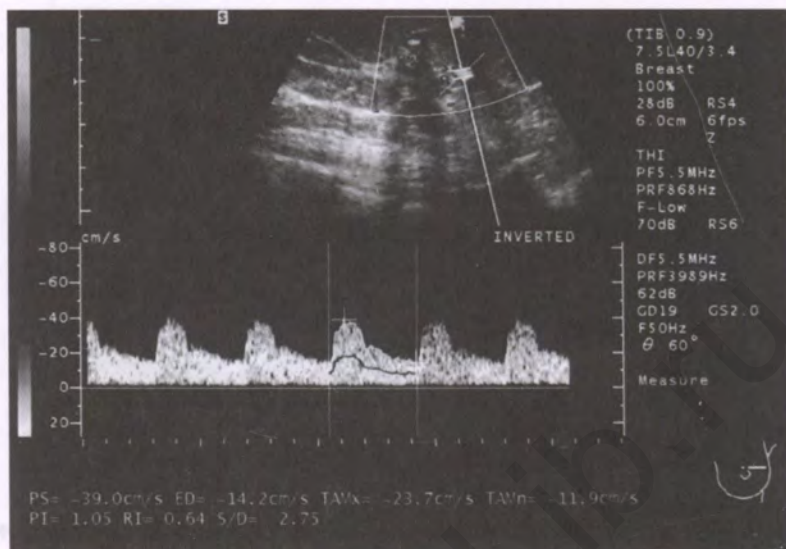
Ультразвуковая томограмма опухоли молочной железы до получения лекарственного лечения. Импульсный режим
